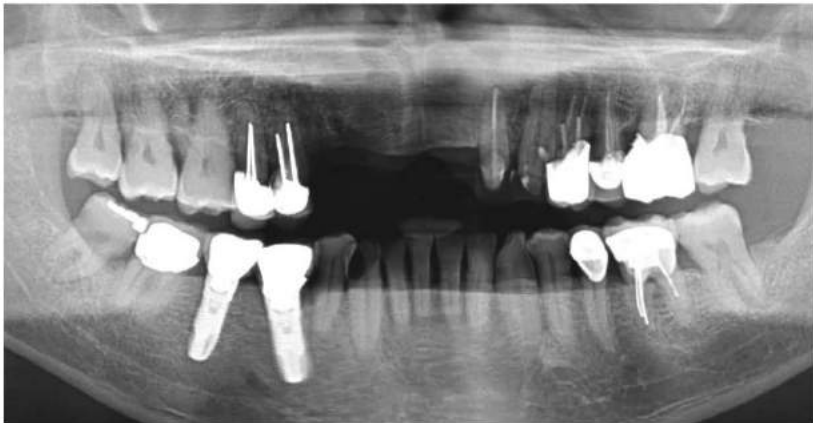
Ортопантомограмма демонстрирует состояние кости в области беззубого участка и отсутствие костной патологии
